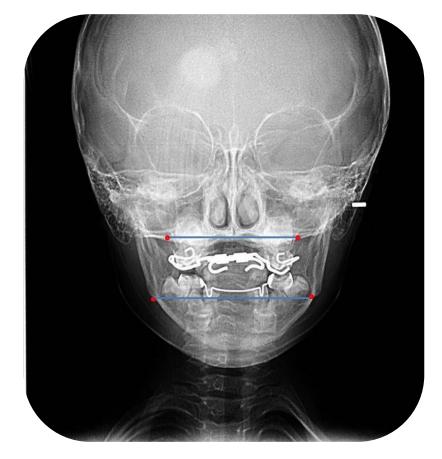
Trazado Cefalométrico a 2 meses de tratamiento .Fuente Propia. Radiografía Posteroanterior. Fuente Clínica de Admisión de la ENES-UNAM Unidad León.
